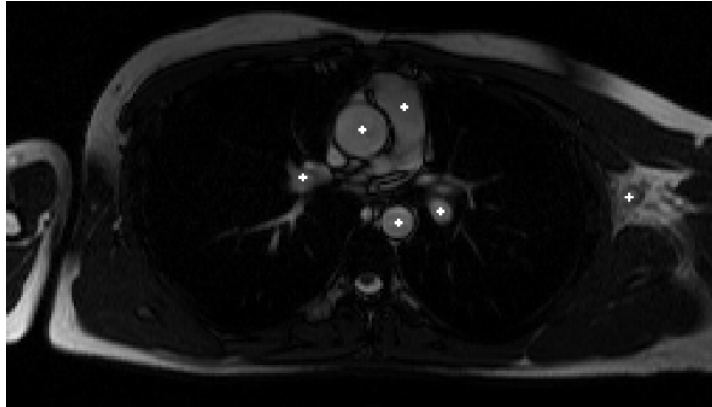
Localisation des vaisseaux sanguins principaux sur une séquence IRM en coupe transversale.
